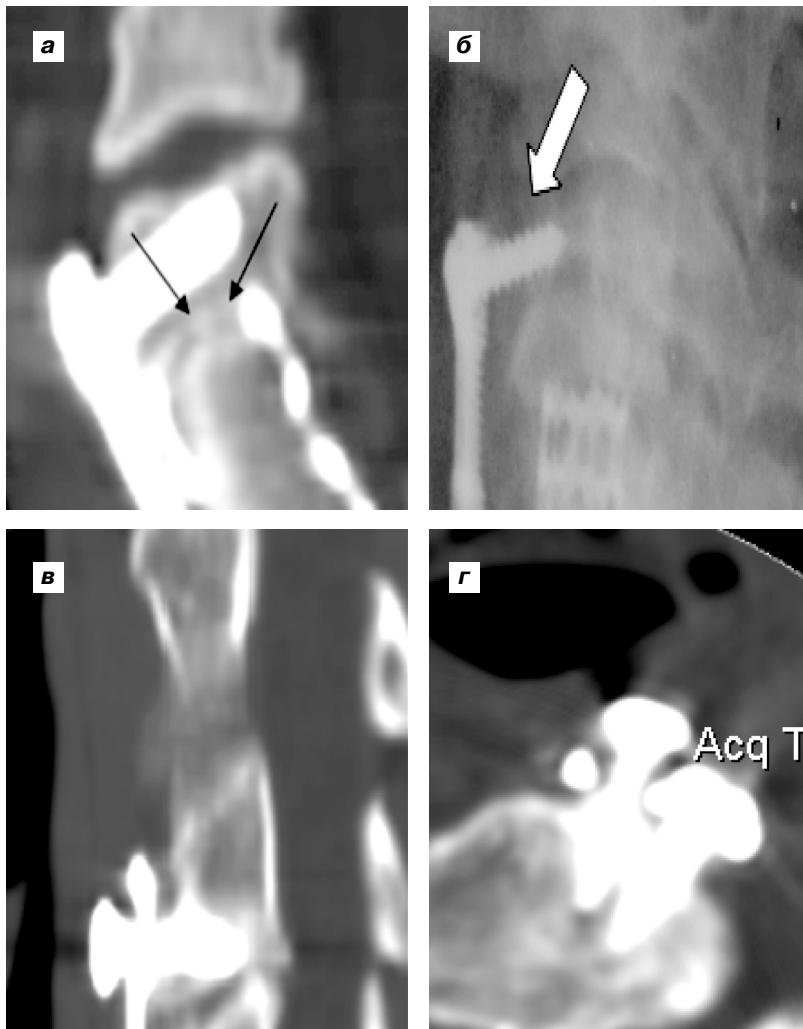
Фотоотпечатки рентгенограмм и комп'ютерних томограмм, які демонструють: а) псевдоартроз; б) вентральну миграцію пластини; г і д) парциальну миграцію винта.
